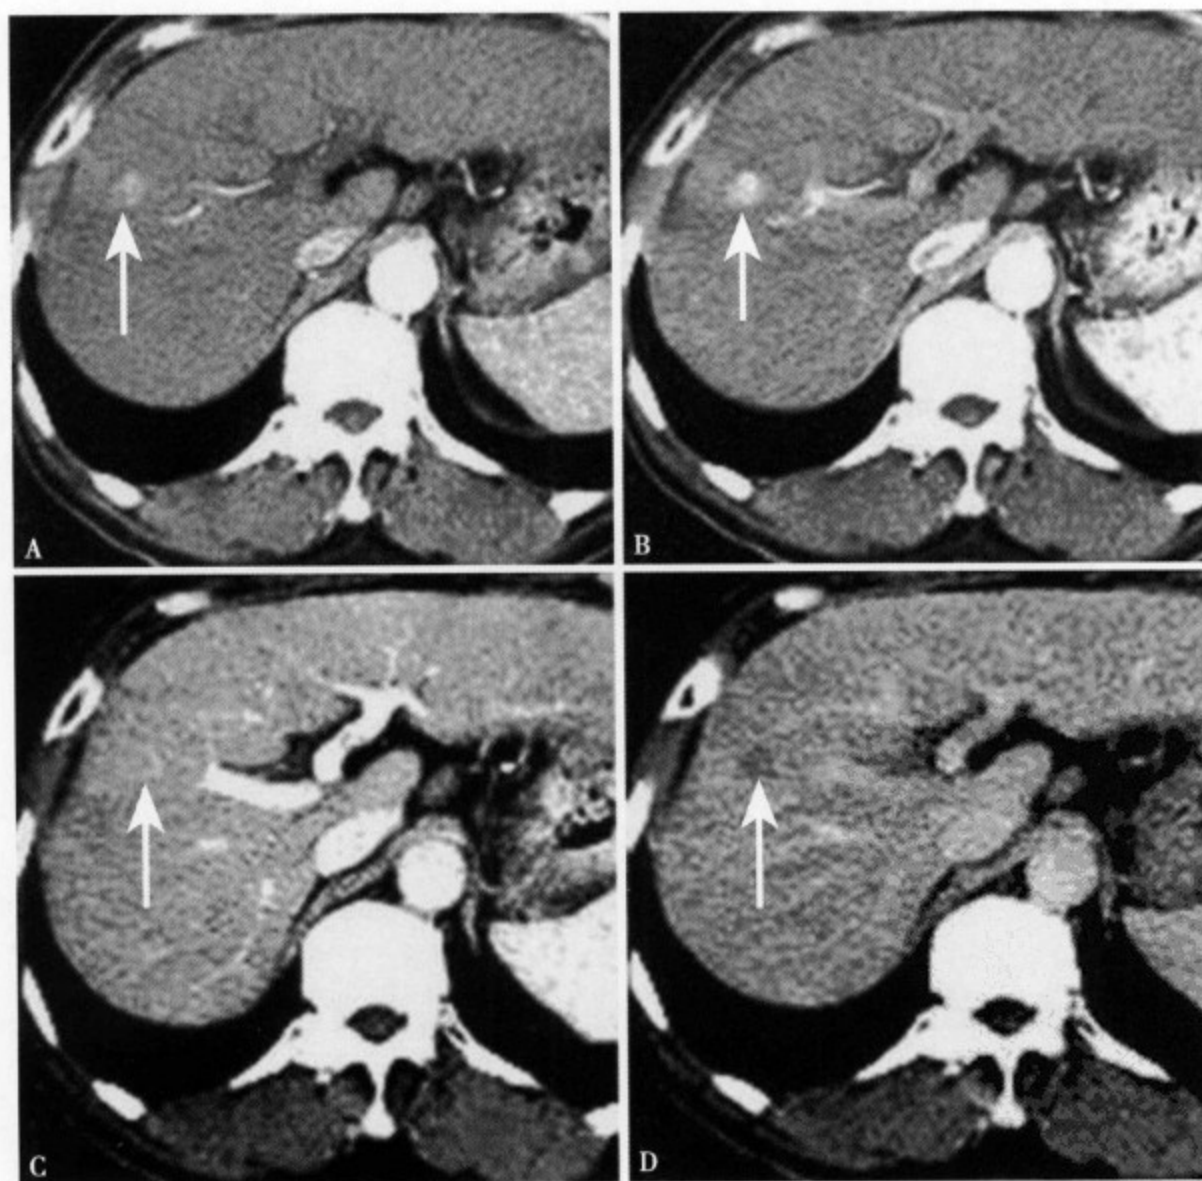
早期肝细胞癌。增强 CT 动脉早期（A）见肝右叶内动脉显影及病灶早期均匀性强化；动脉晚期（B）病灶强化明显，但边缘不太清楚；门静脉期（C）病灶不明显；平衡期（D）病灶密度相对减低，隐约可见
